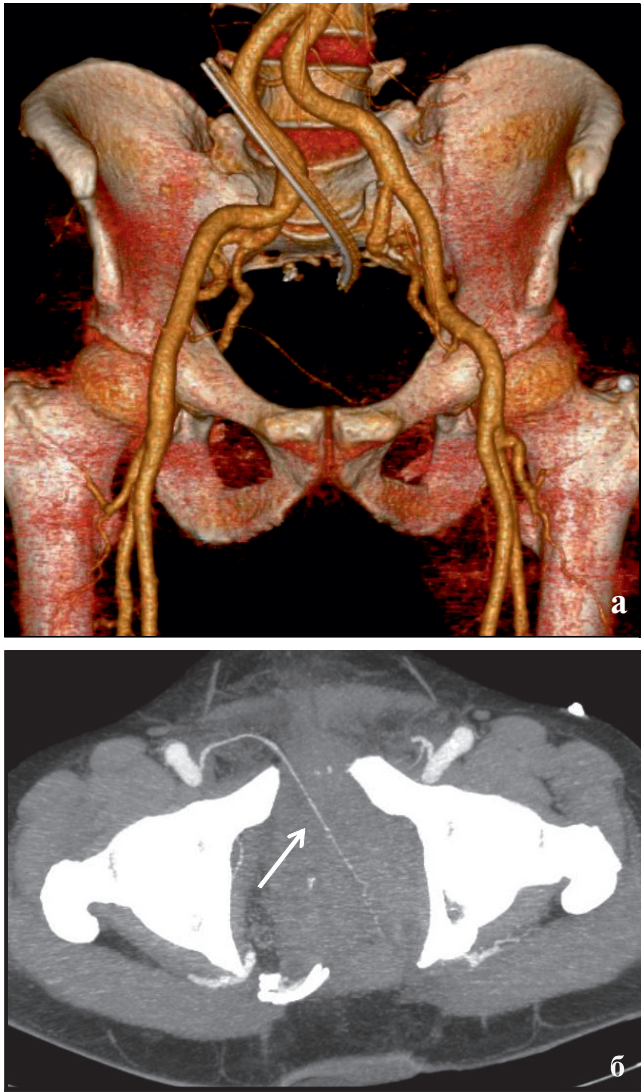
КТ-ангиография. Нижняя эпигастральная артерия (белая стрелка) с четкими, ровными контурами, равномерно заполняется контрастным препаратом на всем протяжении, что хорошо демонстрируют 3D-реконструкция (а) и *tip*-последовательность (б)
